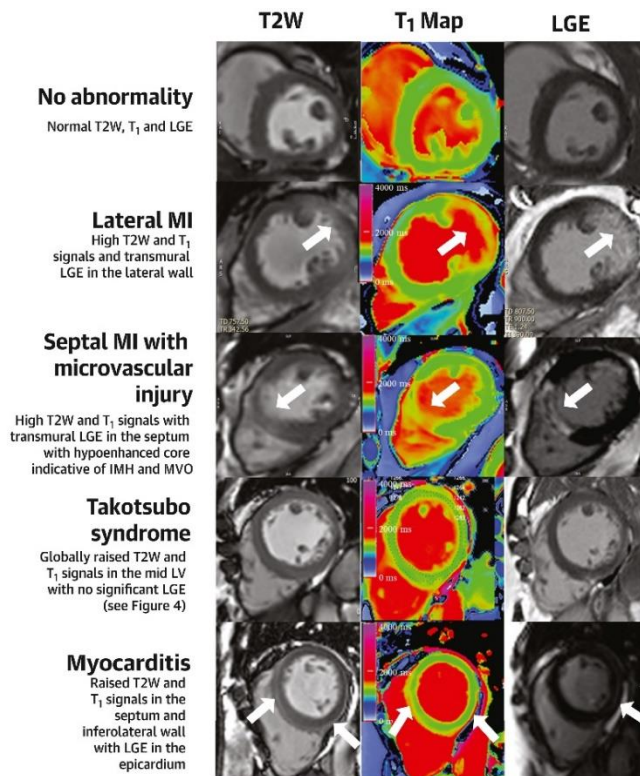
Exemples de résultats d'IRM multiparamétrique des différentes étiologies de SCA-CS, d'après Shanmuganathan et al (45).
